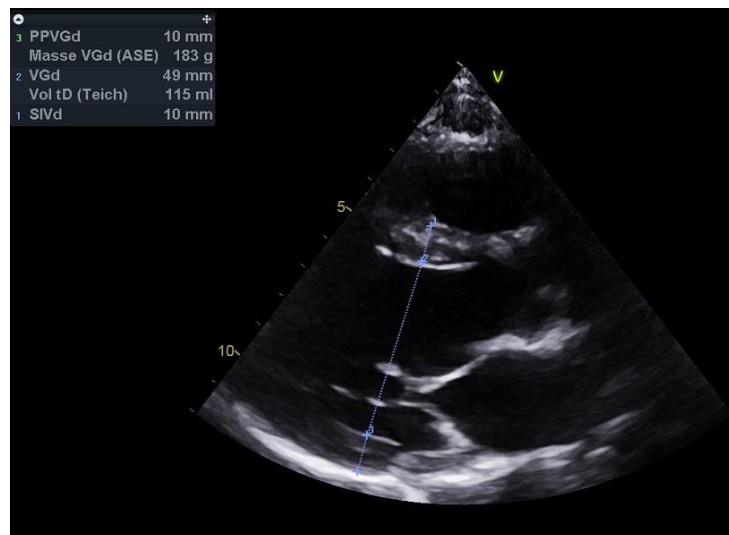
Coupe parasternale grand axe en ETT avec mesures du SIV, du DTDVG et de la PP. ETT : échocardiographie transthoracique ; SIV : septum interventriculaire ; DTDVG : Diamètre télédiastolique du VG ; PP : paroi postérieure
